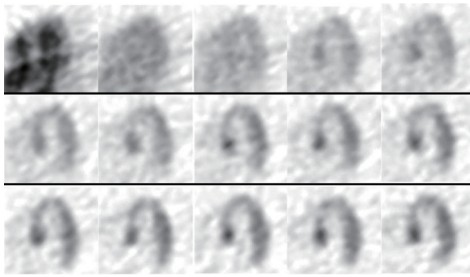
4分毎の心臓 FDG-PET 検査のダイナミックイメージ (15 フレーム, 60 分)。
